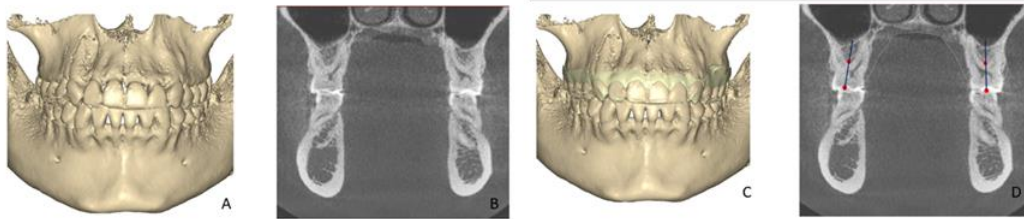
Reconstrucción volumétrica del CBCT en A. Corte frontal a nivel de los primeros molares en B. Superposición del CBCT con el modelo digital de la arcada superior en C. Corte frontal del CBCT donde se puede apreciar la superposición del modelo digital (línea amarilla) con el CBCT en D. Véase cómo es posible la fácil determinación de mayor profundidad del surco oclusal mediante esta superposición. Fuente: archivo personal.*
